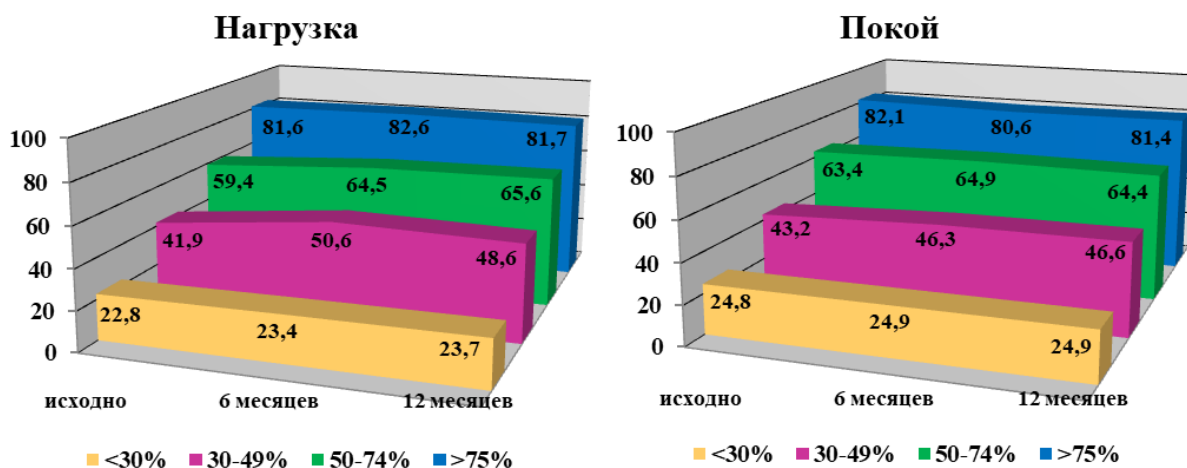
Перфузионные показатели миокарда ЛЖ по данным радионуклидной томографии (А – АКШ+ЮрЛеон, Б – АКШ+ТМЛР, В – АКШ+ТМЛР+АФ, Г – АКШ).
